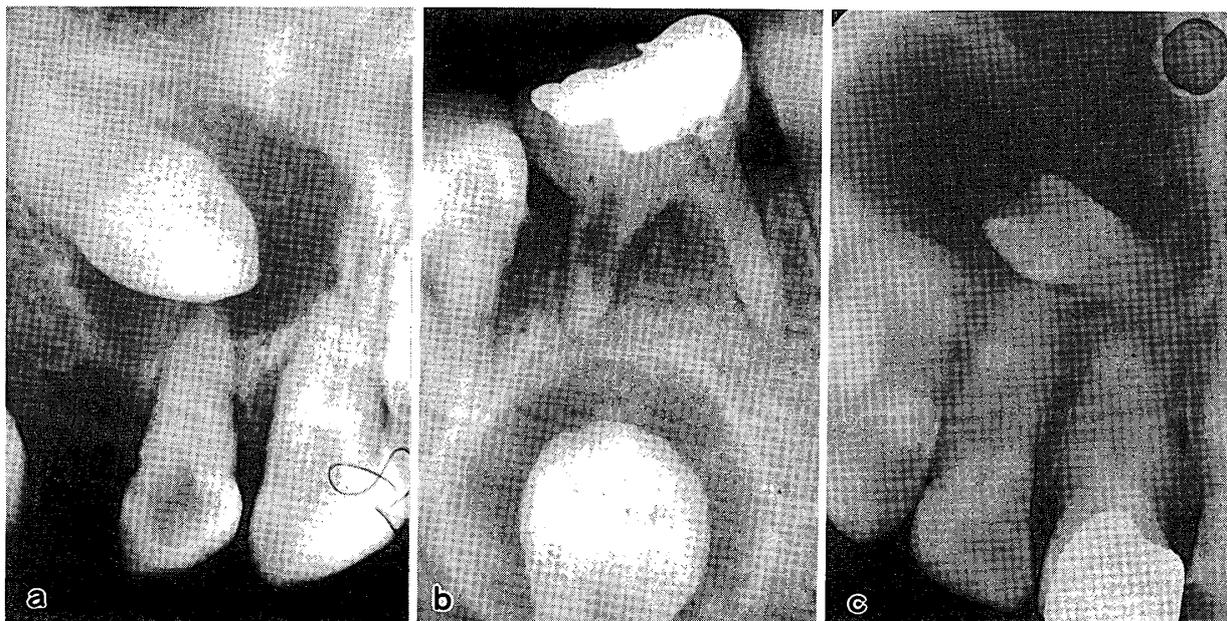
含歯嚢胞の3例 (a: 埋伏犬歯の歯冠部を含む境界明瞭なX線透過像を示す。周囲に一層の骨硬化帯を認める。 b: 埋伏小白歯に起因した含歯嚢胞で, 自からの力では萌出不可能なものをいう。 c: 過剰埋伏歯に起因した含歯嚢胞で, 隣在歯の歯根吸収が認められる。)
